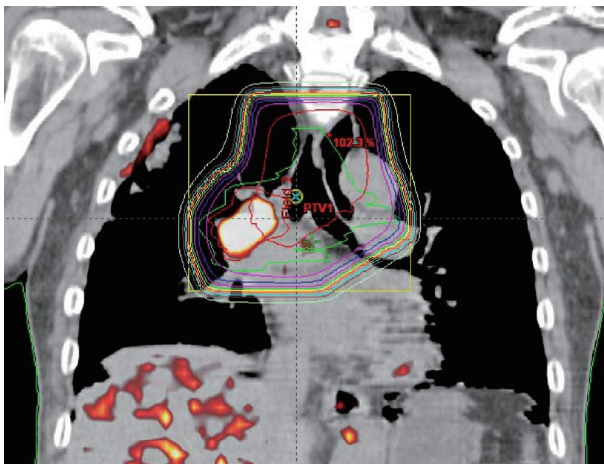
限局型小細胞肺癌の照射野, PET-CT シミュレーションによる照射野の例
